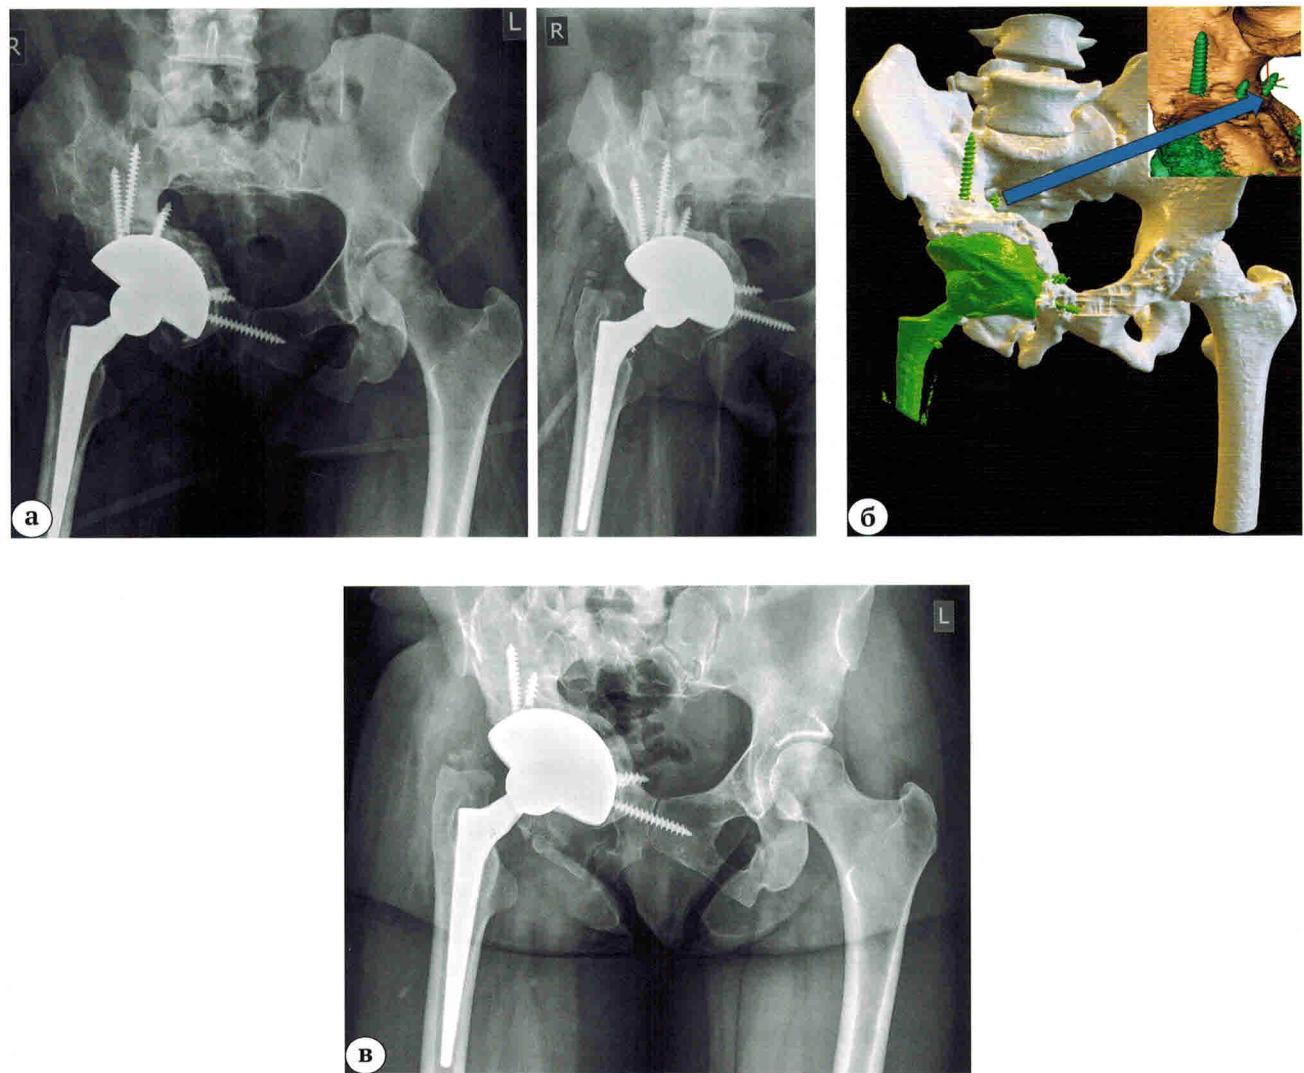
Рентгенограммы и данные КТ пациентки 35 лет:
